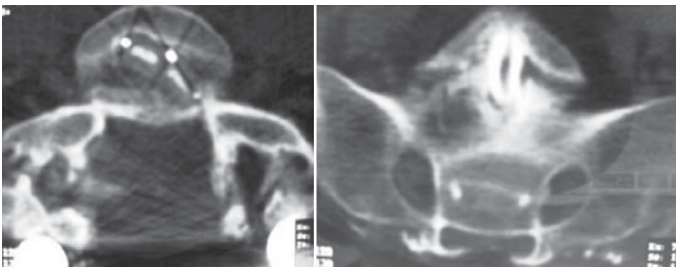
TAC de columna lumbar.
